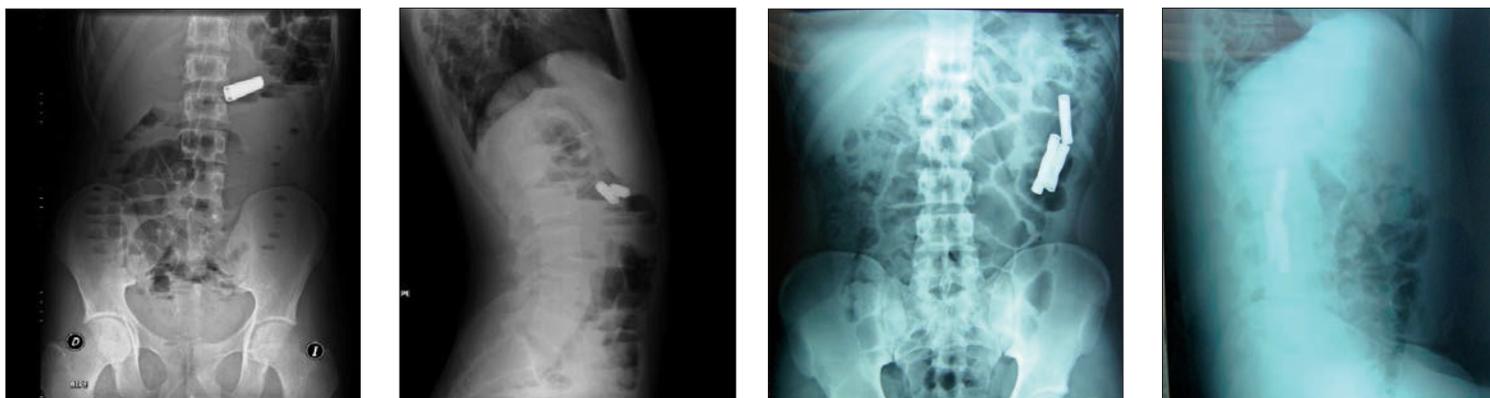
A LA IZQUIERDA, RADIOGRAFÍA POSTERO-ANTERIOR SIMPLE DE ABDOMEN, DE UN PACIENTE QUE REFERÍA LA INGESTA DE UNA PILA CILÍNDRICA. A LA DERECHA, UN PERFIL DEL MISMO PACIENTE MOSTRANDO QUE, EN REALIDAD, ERAN 2 LOS CUERPOS EXTRAÑOS DEGLUTIDOS.
